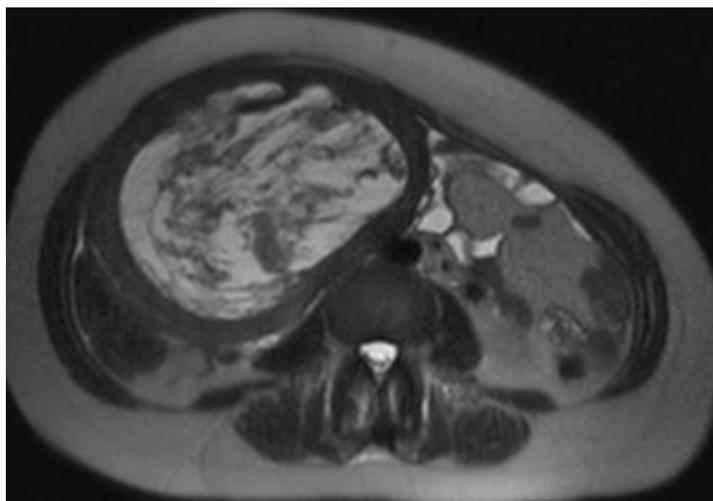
Magnetic resonance imaging: Massive uterine mass, 3x12x16cm, with predominant hypersignal on T2-weighted (E) and hyposignal on T1-weighted (F).
